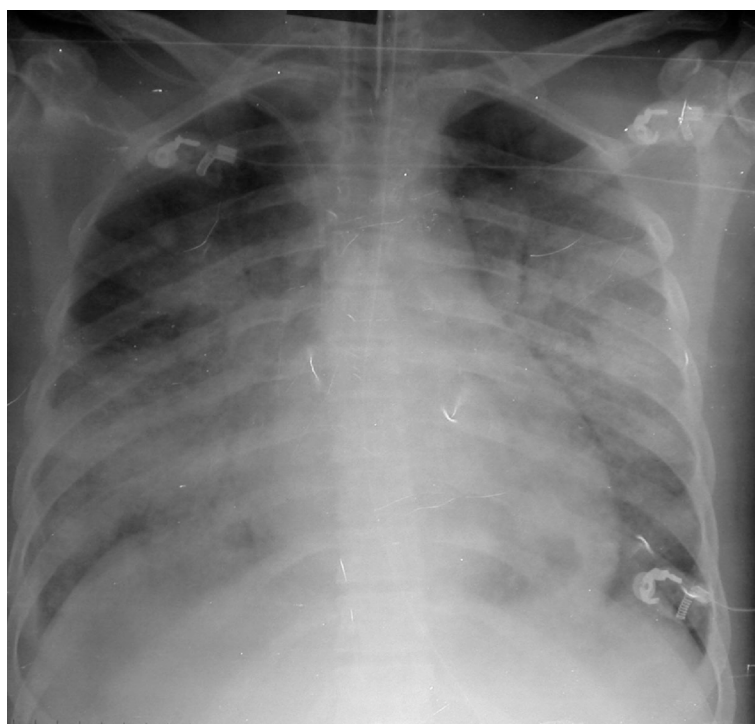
Telerradiografia torácica no dia da admissão no Serviço de Medicina Intensiva.
